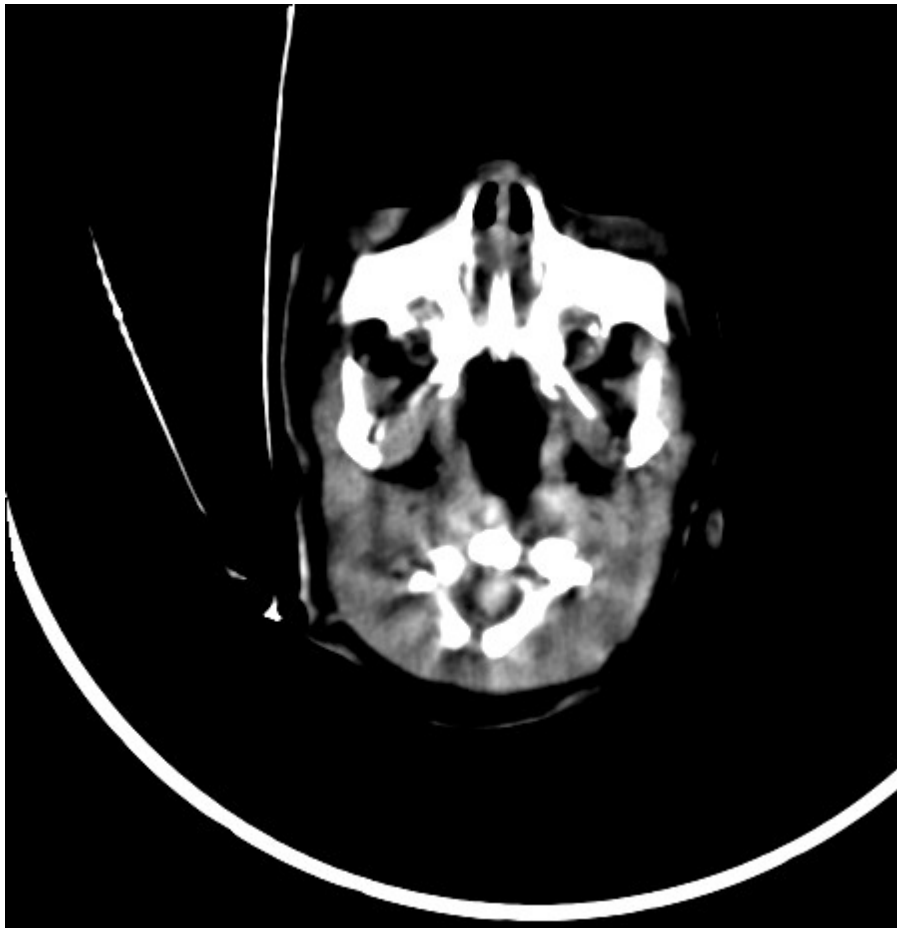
TDM montrant une atrésie choanale bilatérale osseuse
